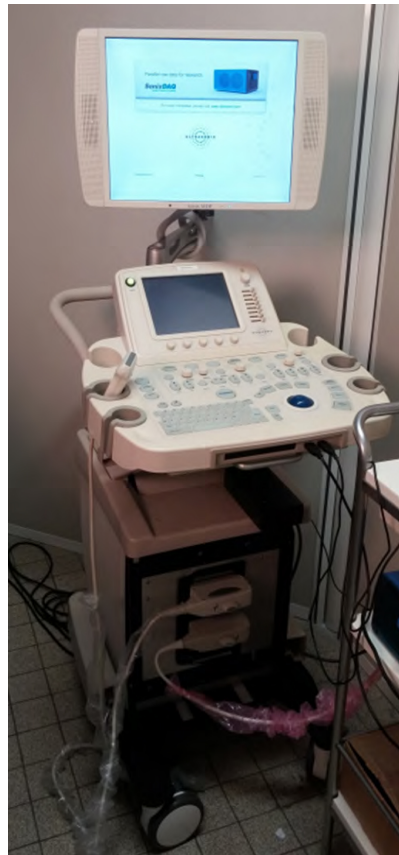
Echographe SonixMDP (Ultrasonix Corp., Vancouver, BC, Canada).
